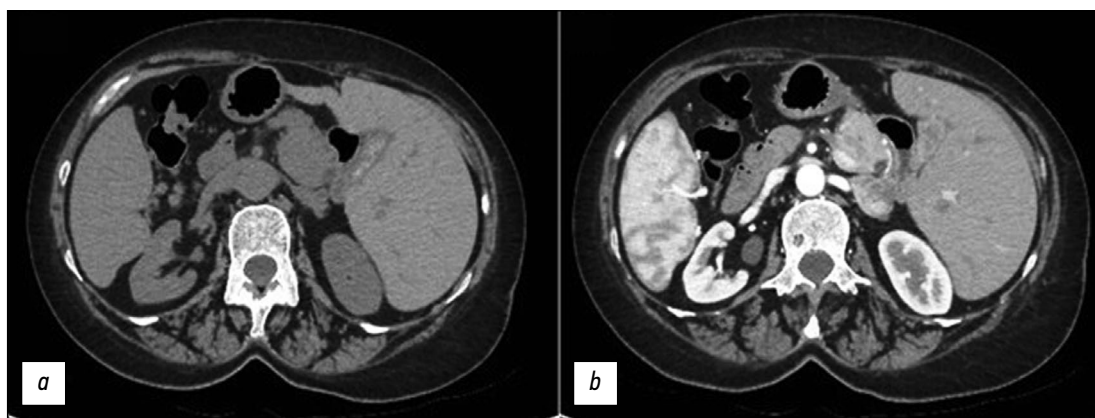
Компьютерная томография брюшной полости в аксиальной проекции: *a* — без контрастирования; *b* — с контрастированием. Визуализируется *situs inversus totalis* и несколько кальцификатов в желчном пузыре. Слева — желудок и селезёнка, справа — большая доля печени.
